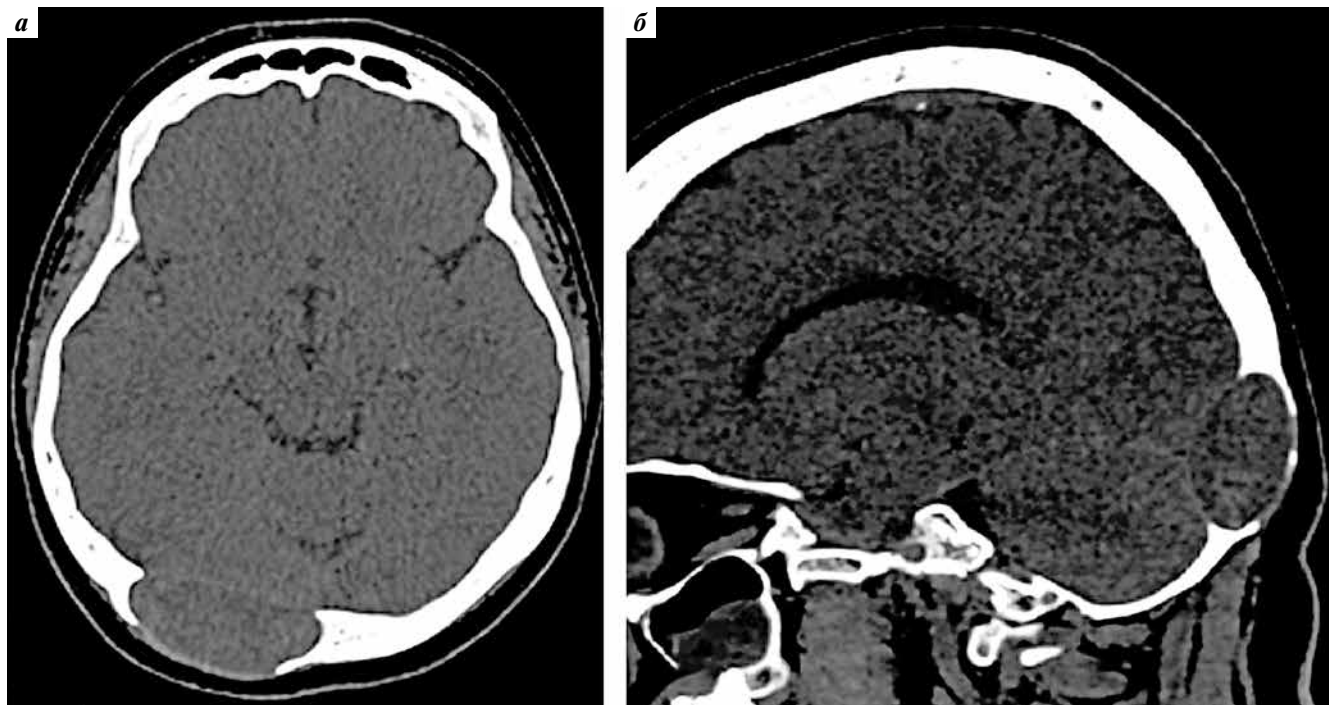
Компьютерная томография больной Г., 48 лет, от 12.03.2020: а — аксиальный срез; б — сагиттальный срез
